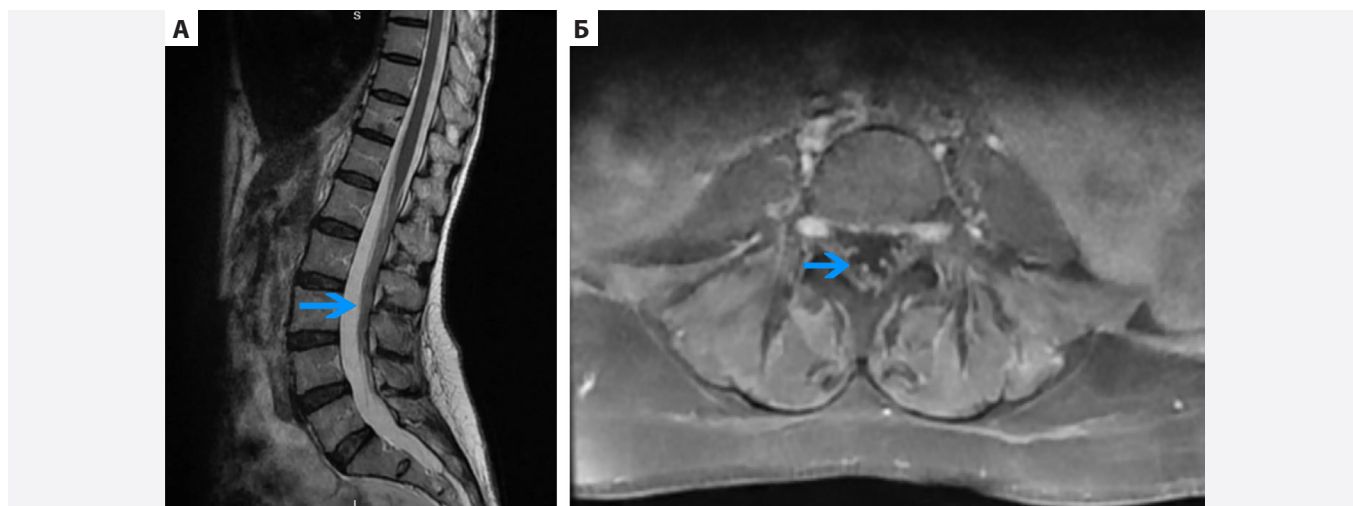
МРТ поясничного отдела позвоночника в режимах T2-ВИ (А) и T1-ВИ с контрастированием (Б) у пациентки с раком молочной железы, получающей лечение пембролизумабом, поступившей в приёмное отделение с жалобами на покалывание, слабость в нижних конечностях в течение месяца. На МРТ отмечается утолщение и сближение спинномозговых корешков (А, стрелка), в то время как после контрастирования также отмечается накопление контрастного препарата (Б, стрелка). Известно, что после терапии глюкокортикоидами через 6 недель симптомы постепенно регрессировали [10]
